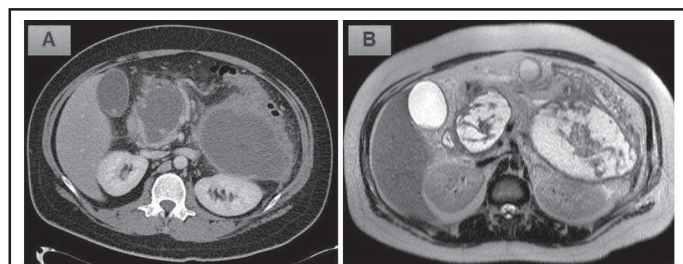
Evaluation de la nécrose organisée par CT scan (A) et par IRM (B). Le contenu partiellement liquide de la collection est mieux visualisé par l'IRM.
